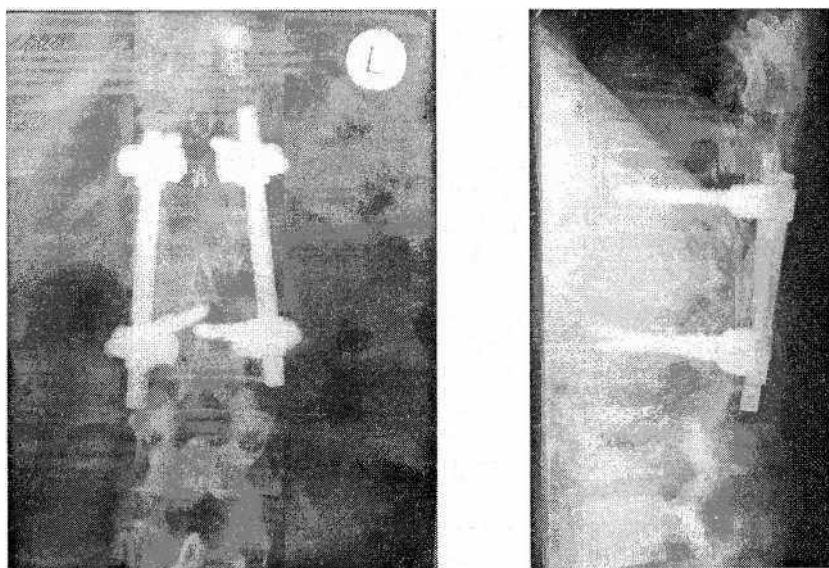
Задняя внутренняя фиксация позвоночника транспедикулярной системой при компрессионном переломе Lj позвонка (рентгенограммы в прямой и боковой проекциях)
